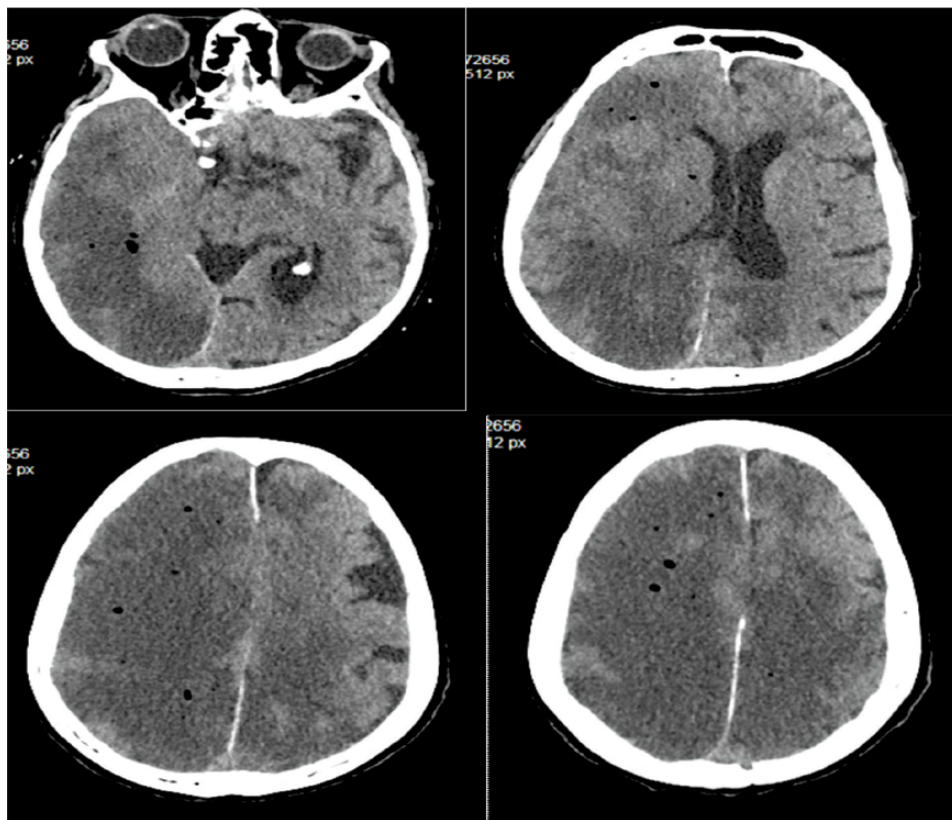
Tomografía de encéfalo sin contraste. Hipodensidad bihemisférica cerebral a predominio derecho consistentes con infarto cerebral asociado a desplazamiento de línea media y con evidencia de múltiples hipodensidades pequeñas circunferenciales compatibles con embolismo gaseoso en el parénquima cerebral.
